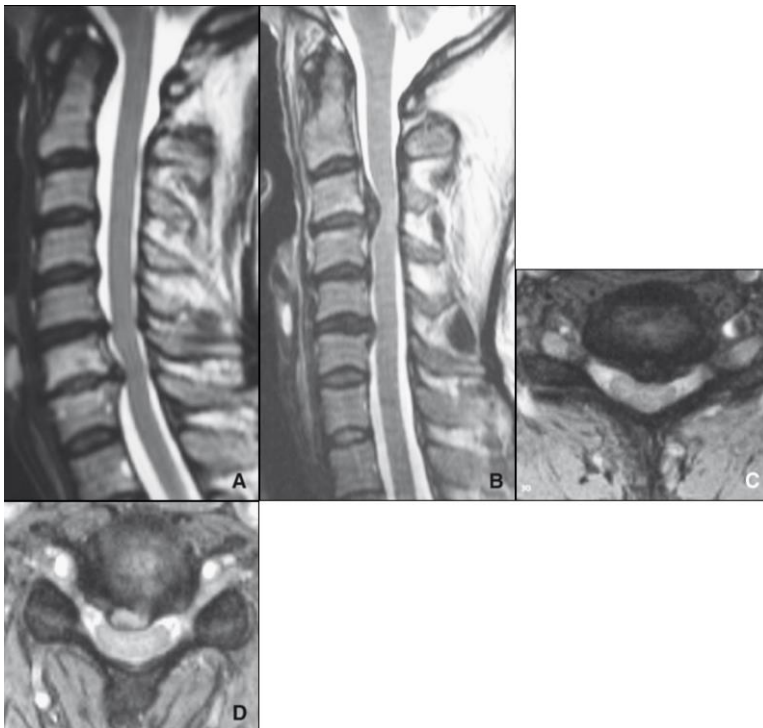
Ostéophytes du rachis cervical versus hernie discale molle cervicale en IRM en T2. L'ostéophyte (A, C) apparaît hypo-intense en coupe sagittale (A) en T2 en écho de spin rapide et en coupe axiale en T2 en écho de gradient de type Medic (C). La hernie discale molle (B, D) présente un signal mixte hypo- et hyperintense sur la coupe sagittale en T2 en écho de spin (B) et hyperintense en T2 en écho de gradient (D). *Extrait de : encyclopédie médicochirurgicale, imagerie radiologique du rachis cervical.*
